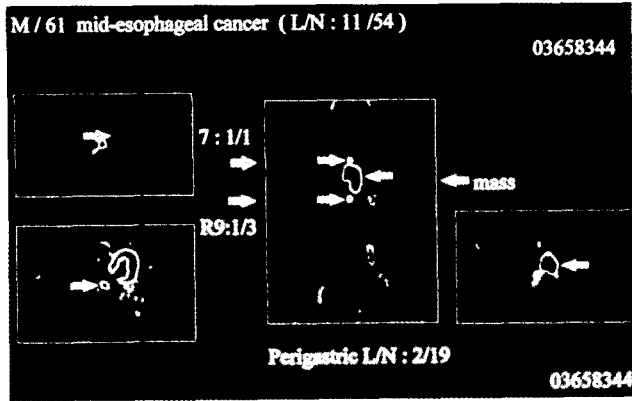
FDG-PET scan image of 61-year-old man with mid esophageal cancer. FDG-PET shows abnormal increased activity in mid thoracic esophagus, subcarinal lymph nodes, right diaphragmatic lymph nodes, perigastric lymph nodes areas.
